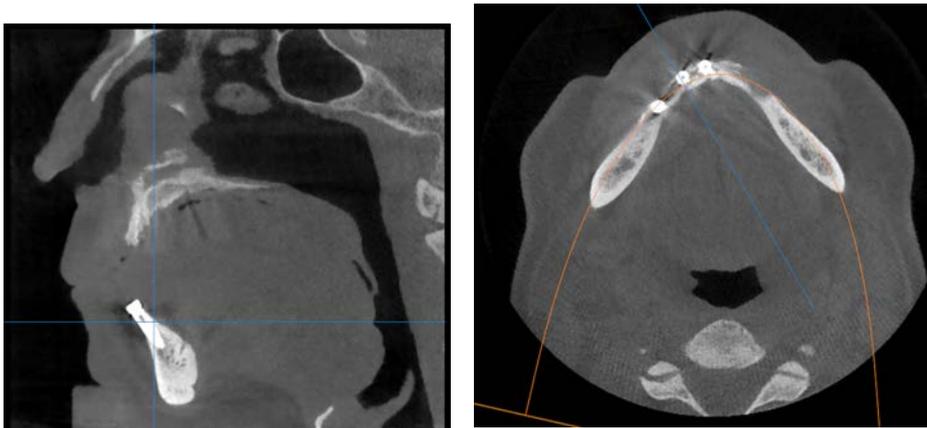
Corte croseccional. Tomografía OnDeman F.D. Figura B. Corte axial. Tomografía OnDemand F.D.
